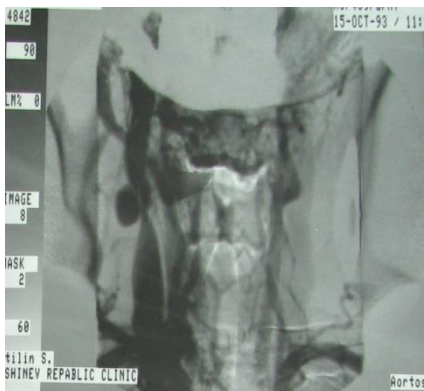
Radiografia regiunii cervicale
